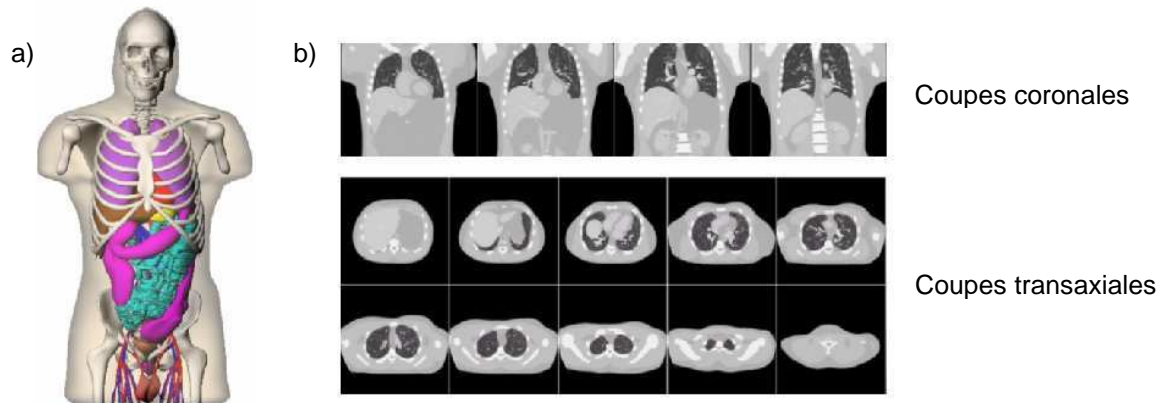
a) Anatomie du fantôme 4D-XCAT et b) coupes CT reconstruites du fantôme 4D-XCAT [Internet@Partiell-I-9].
